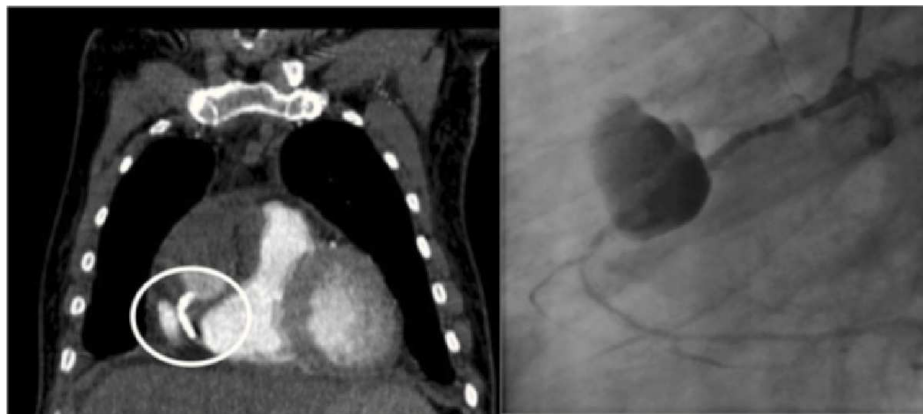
Angio-TAC y coronariografía que indican aneurisma en la coronaria derecha.
